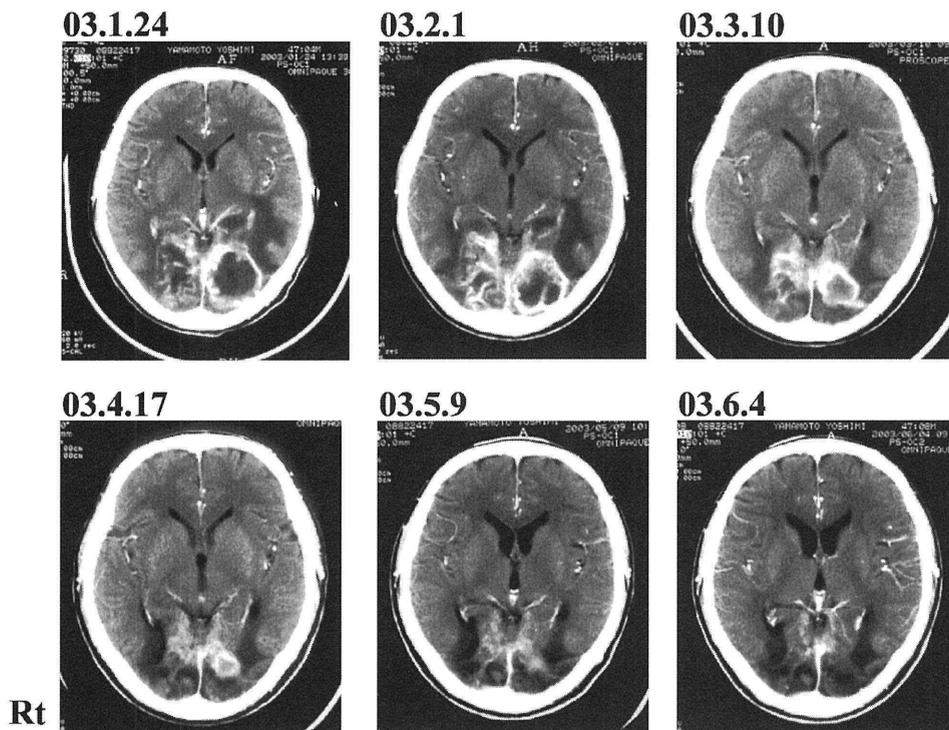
CT after operation
